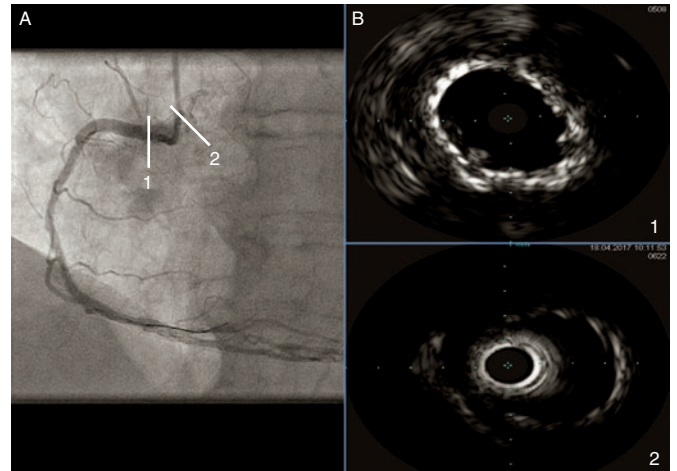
A: resultado angiográfico final. B1: imagen de ultrasonografía intracoronaria en la que se observa la doble capa de stents a nivel del ostium, con buenas aposición y expansión. B2: imagen de ultrasonografía intracoronaria que muestra el stent implantado en primer lugar protruyendo en la aorta, que se encontraba con adecuada sobre-expansión.
